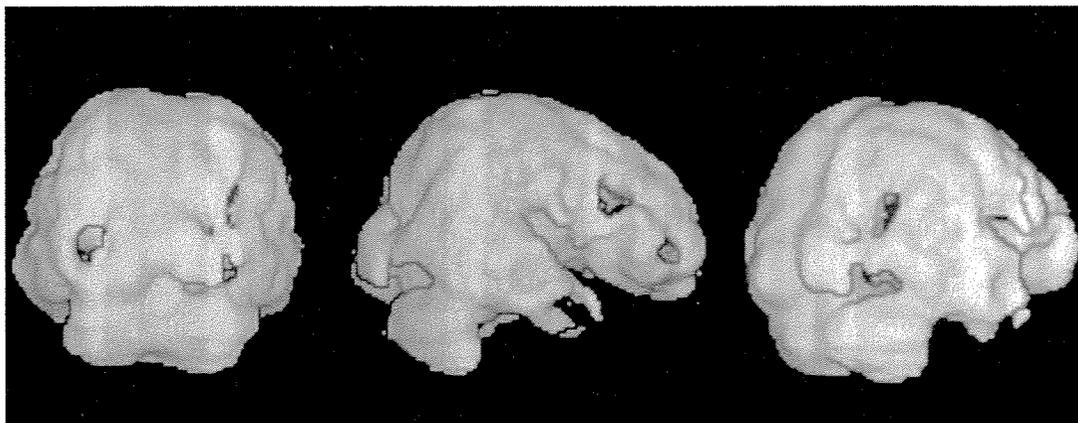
1997年3月の $^{99m}\text{Tc-ECD}$ によるSPECT三次元立体表示画像 MRIに見られる病巣に一致した血流低下を認める
